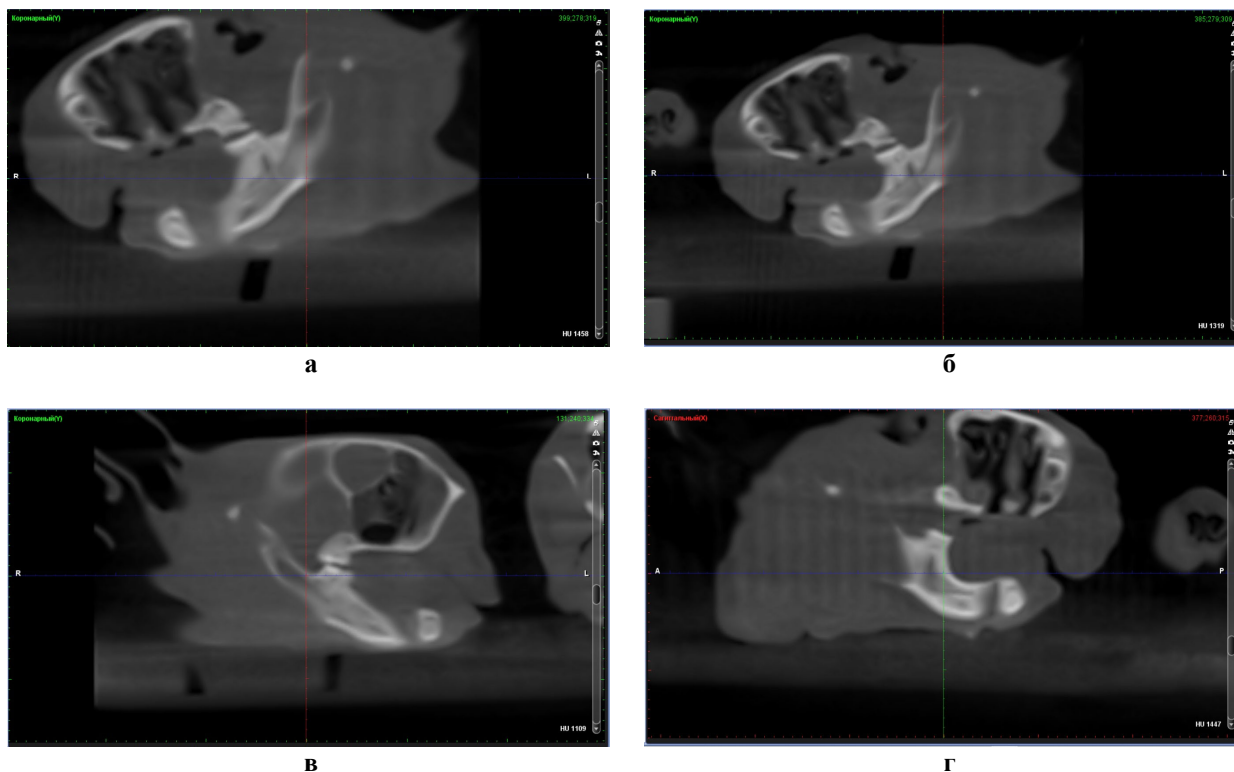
Комп'ютерні томограми нижніх щелеп щурів з різних дослідних груп: а – контроль; б – I; в – II, г – III
